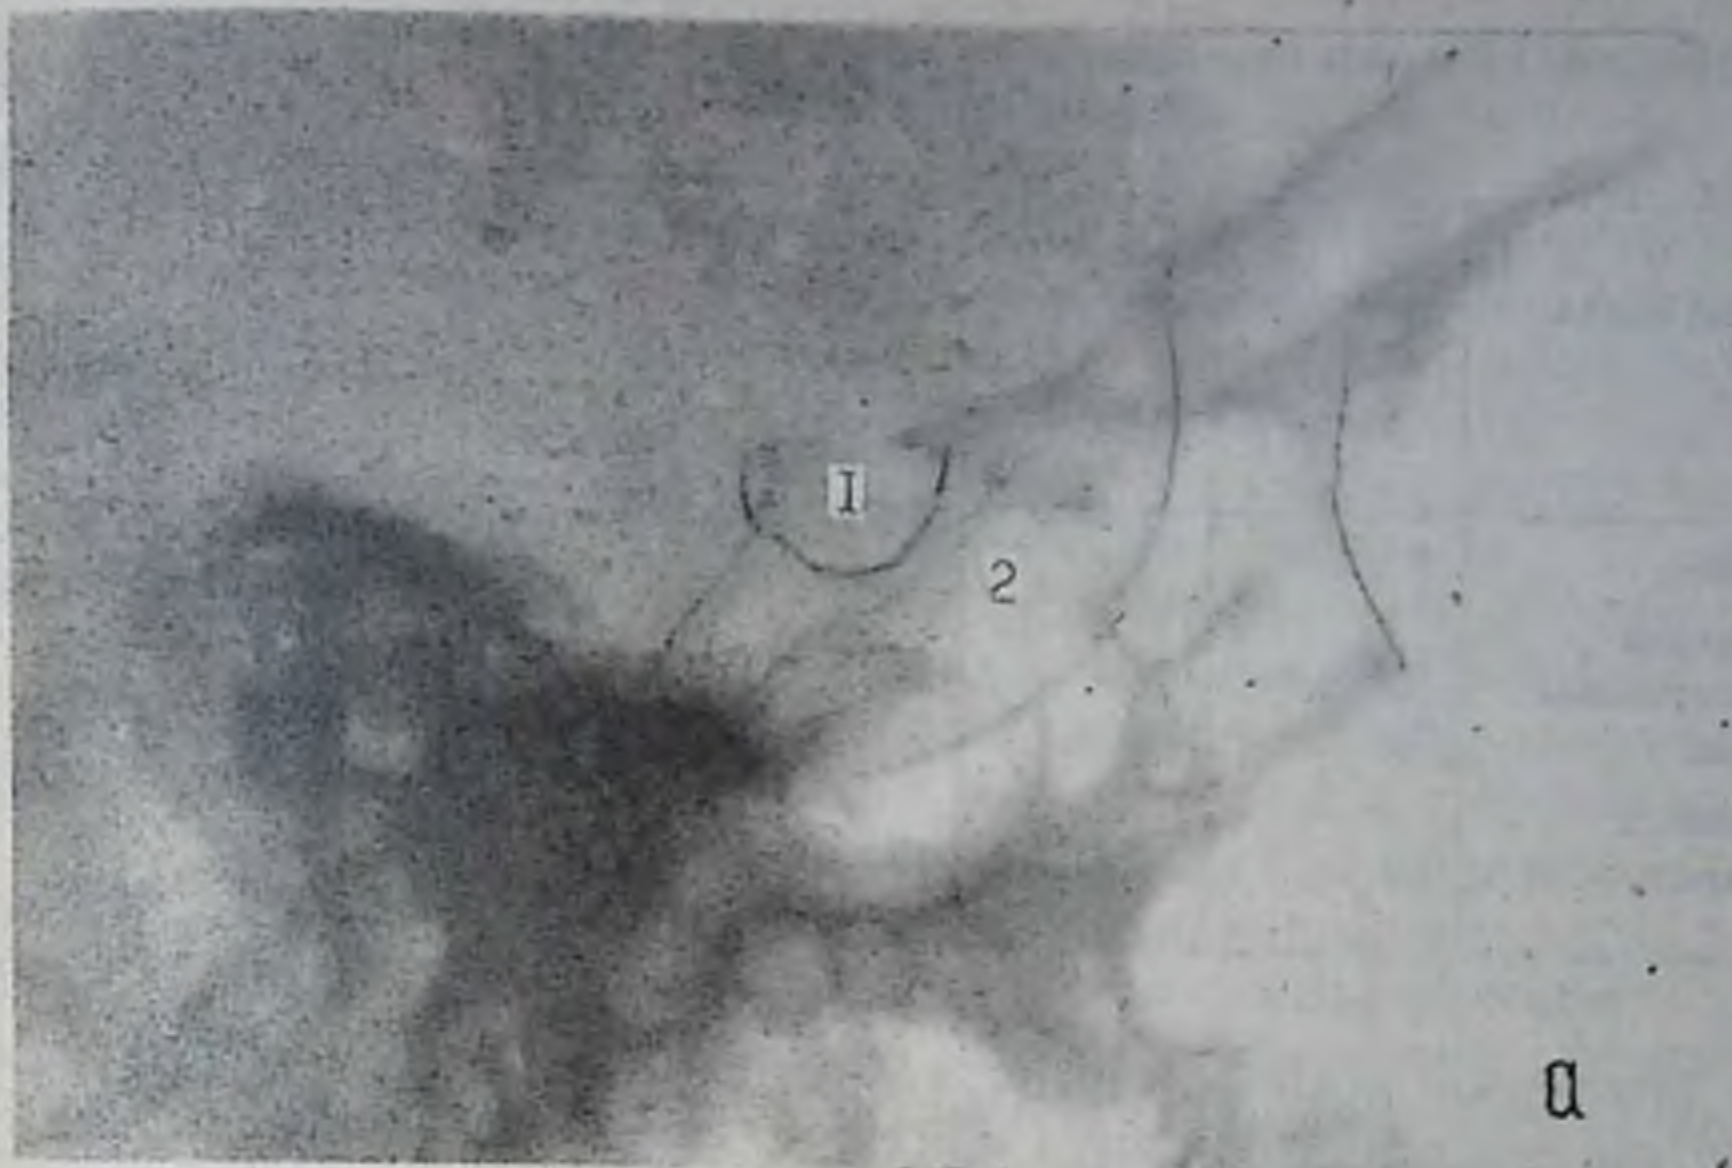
А. Прицельная рентгенограмма черепа (турецкого седла) в боковой проекции. Ямка турецкого седла с четкими контурами, округлой формы, размеры в норме. 1 — гипофизарная ямка; 2 — основная пазуха.
